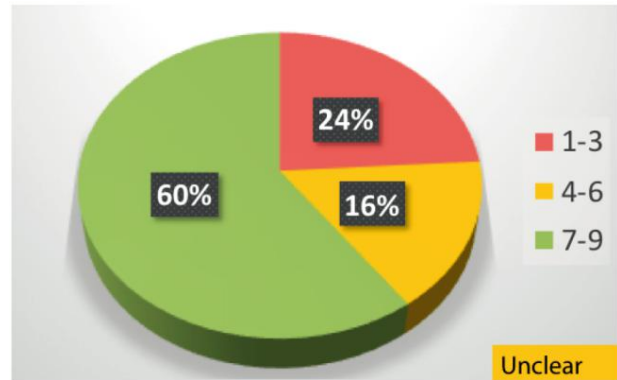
德尔菲:出于二级医疗/耳鼻喉科手术治疗的目的,是否认可使用此前 6-12 个月内所行的 CT。
